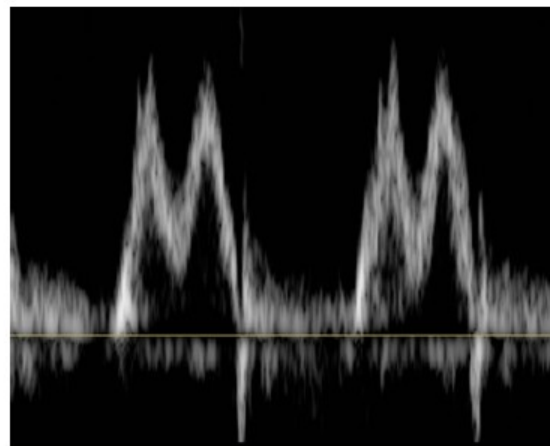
Echocardiography doppler diastolic function measurement.
